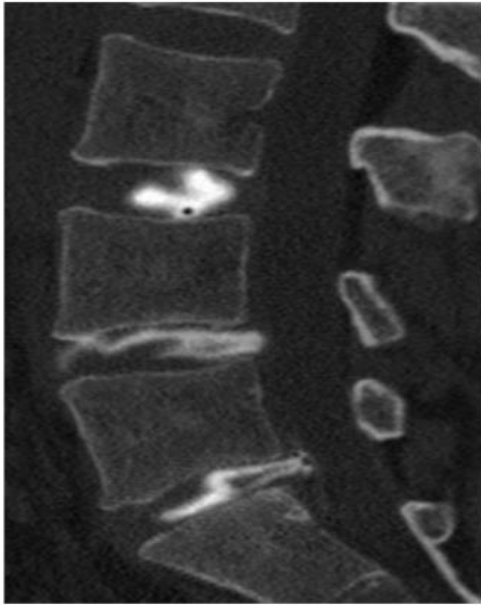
CT-diskografi. L3/L4
